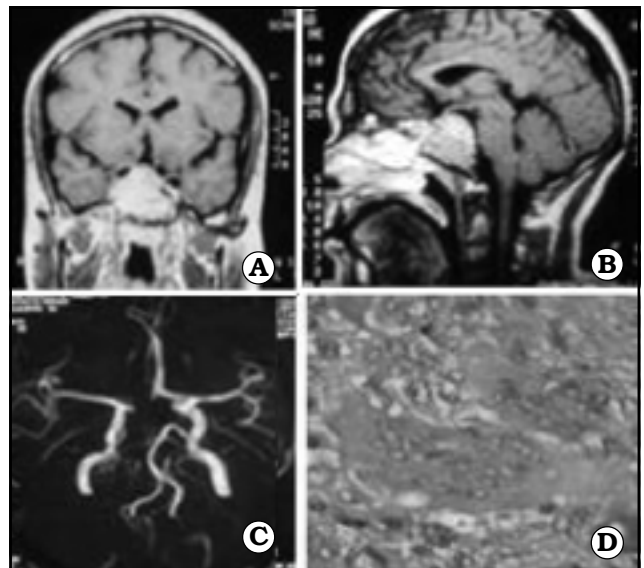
A y B. IRM y AngioIRM de cerebro prequirúrgicas. C y D. Anatomía patológica.
